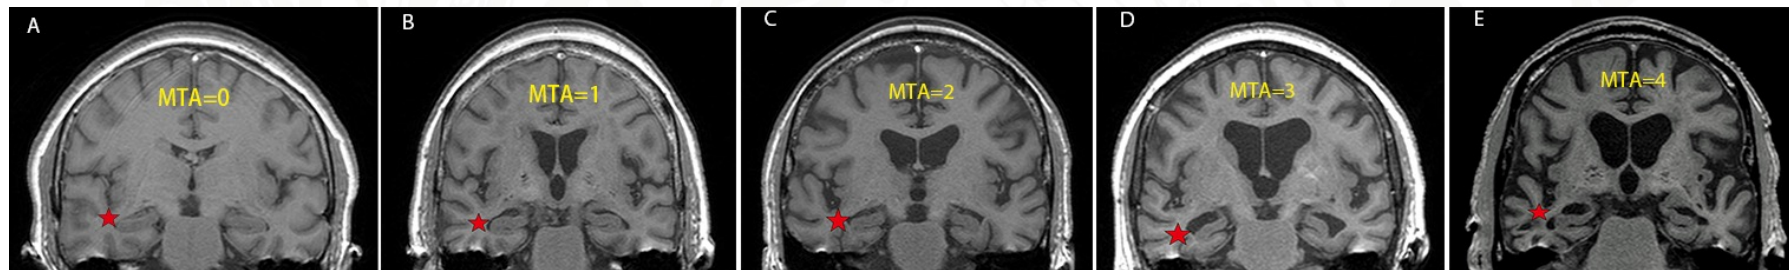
根据MRI T2WI冠状位脉络膜裂宽度、侧脑室颞角扩大范围即海马体积进行MTA评分，红色五角星标记处为右侧海马。图A MTA=0分，没有萎缩；图B MTA=1分，仅有脉络膜裂增宽；图C MTA=2分，同时伴有侧脑室颞角扩大；图D MTA=3分，海马体积中度缩小（高度下降）；图E MTA=4分，海马体积重度缩小。
